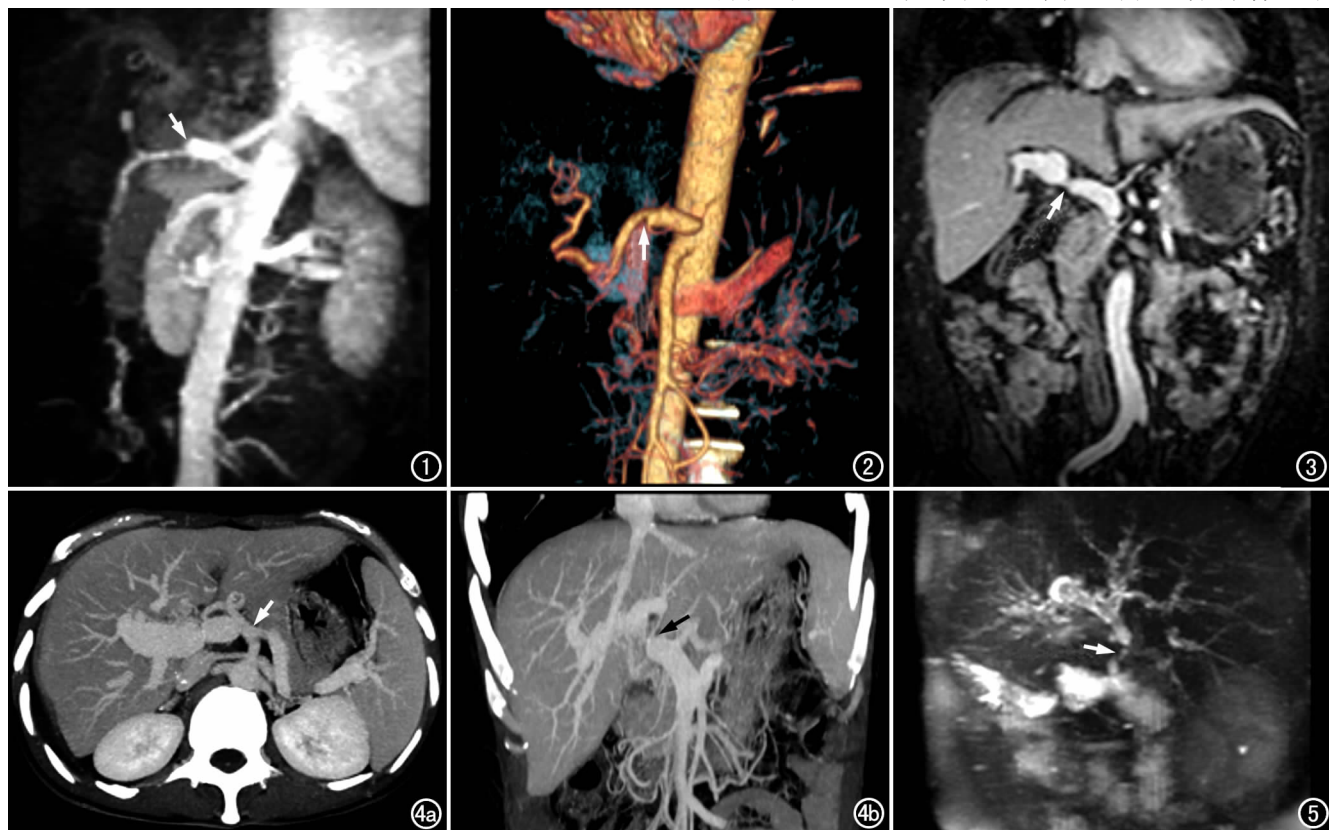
移植肝 3D-CE-MRA 示肝动脉吻合口狭窄(箭),经介入治疗后得到证实。图 2 移植肝肝动脉 CTA 示肝动脉吻合口狭窄(箭),狭窄段血管经扩张治疗后得到证实。图 3 移植肝 3D-CE-MRA 示门静脉吻合口狭窄,经介入治疗放置支撑管后症状缓解得到证实。图 4 肝移植后门静脉吻合口狭窄。a) 动态增强扫描静脉期示门静脉吻合口狭窄(箭); b) 冠状面 MIP 重组图像示狭窄段的两端门静脉扩张,经狭窄段门静脉内扩张治疗后症状缓解得到证实。图 5 移植肝 MRCP 图像示胆管吻合口狭窄(箭),肝内、外胆管扩张,经 PTCD 引流术后得到证实。
